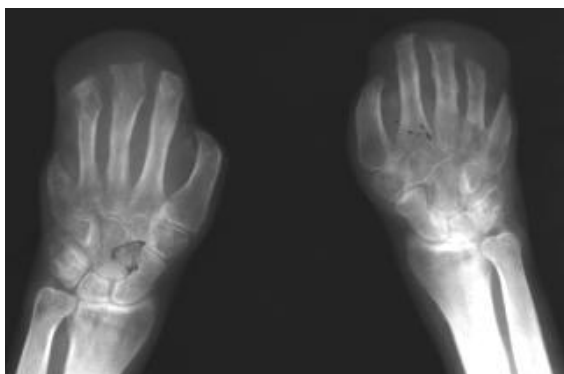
Рентгенограмма больного К., до лечения.
